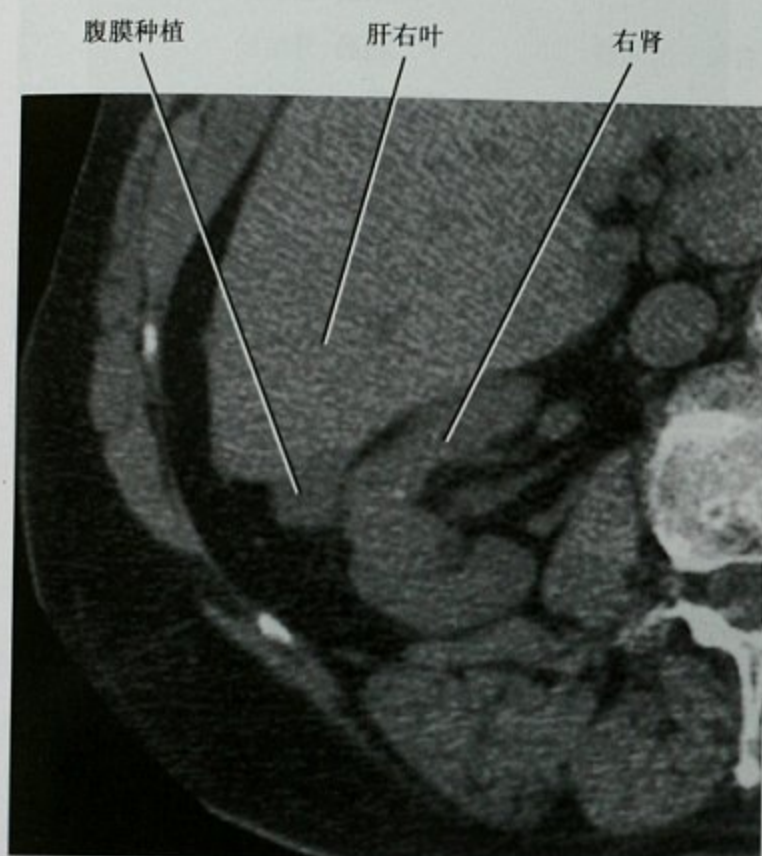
阑尾黏液腺癌转移,横断位平扫 CT 图像
